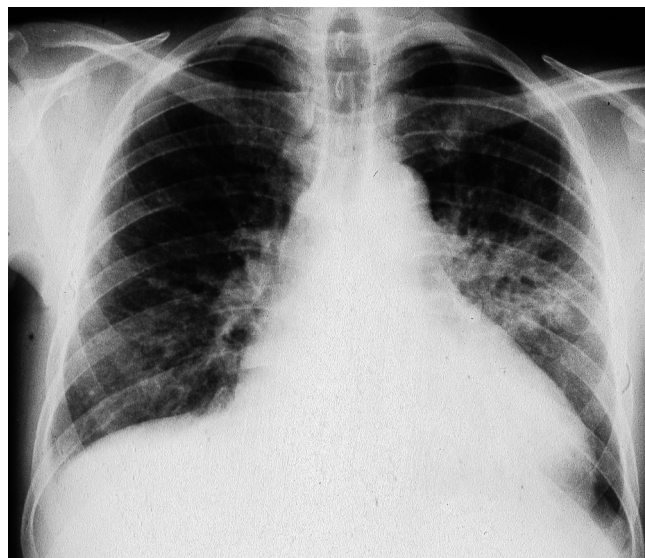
Thorax-Röntgenbild (Fall 10): Histoplasmose, Lungentuberkulose.
